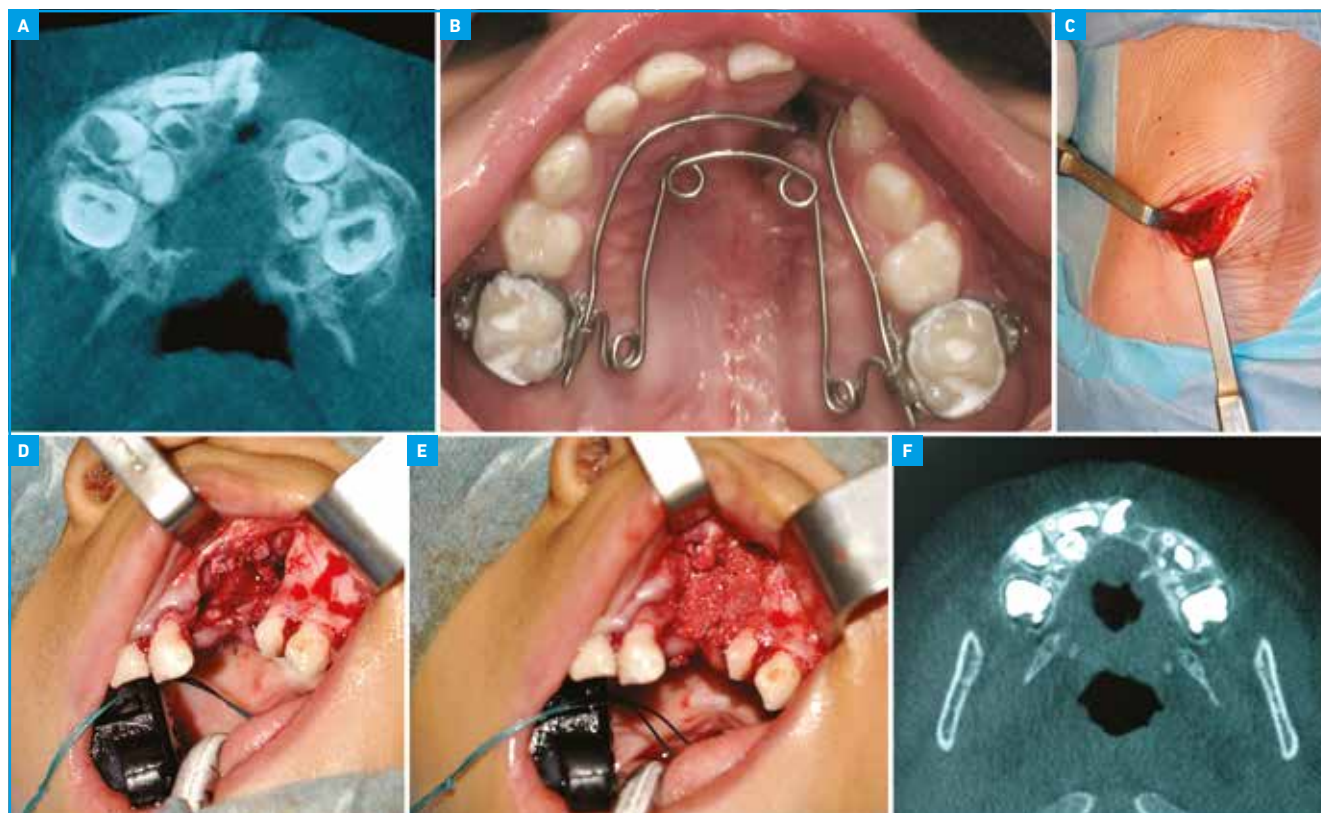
Gingivopériostoplastie associée à une greffe osseuse maxillaire avec de l'os spongieux iliaque autologue. A : coupe axiale de CBCT préopératoire d'une fente labio-palatine unilatérale. B : vue de la fente alvéolaire après expansion palatine par un quad hélix fixe, afin d'obtenir une distance intercanine de 32-35 mm pour un enfant de 5 ans. C : vue peropératoire du prélèvement d'os spongieux iliaque autologue. D : fermeture du plan nasal. E : mise en place du greffon spongieux après fermeture du plan palatin et avant fermeture du plan vestibulaire. F : coupe axiale de CBCT postopératoire montrant la continuité maxillaire.
